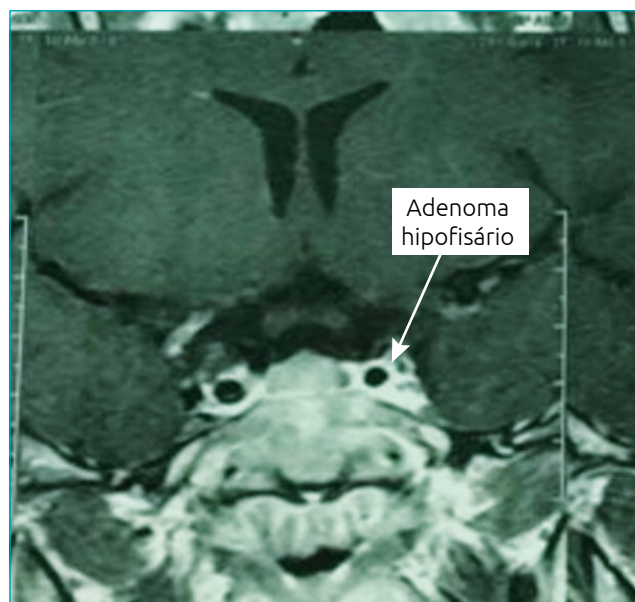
Ressonância magnética de sela túrcica 3 Tesla: estudo dinâmico demonstrando adenoma de 2,9 mm, corte coronal T1 hipocaptante de contraste à esquerda (gadolínio), na paciente do caso 1.
